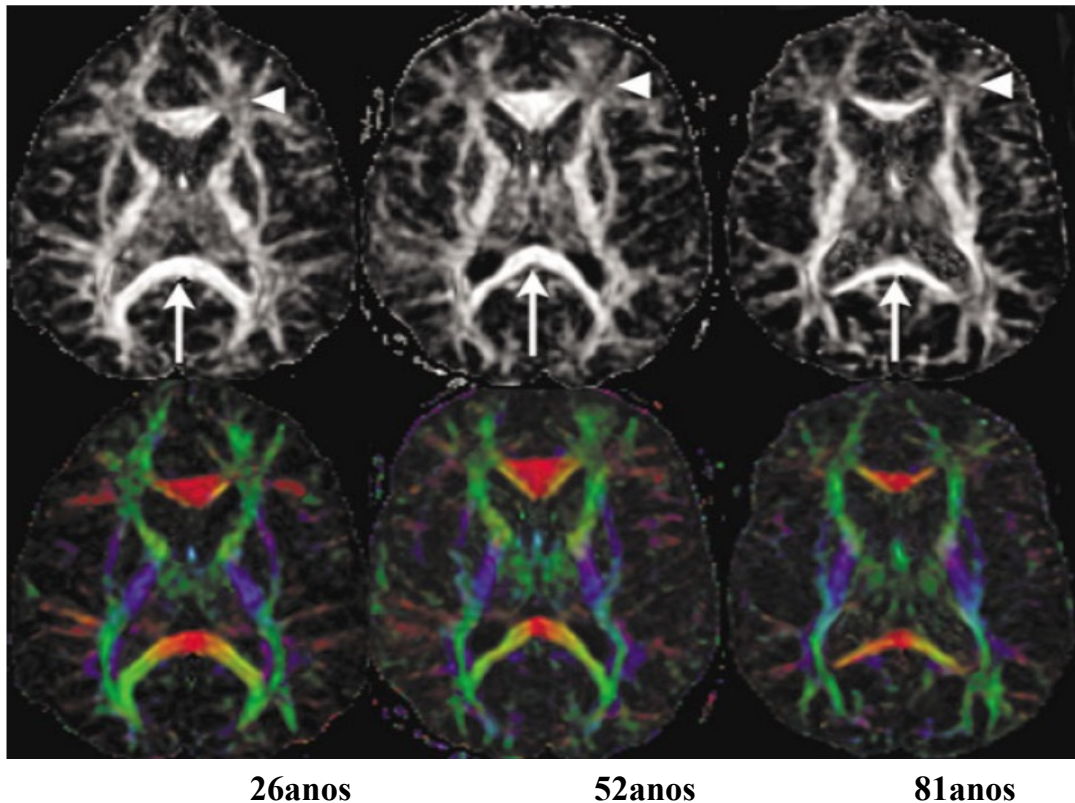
mapas FA e dinâmicos após realce de contraste, obtidos em três adultos com imagens de RM convencional que revelam degeneração da substância branca do corpo caloso (setas estreitas) relacionada com a idade e da substância branca subcortical frontal (seta larga).
